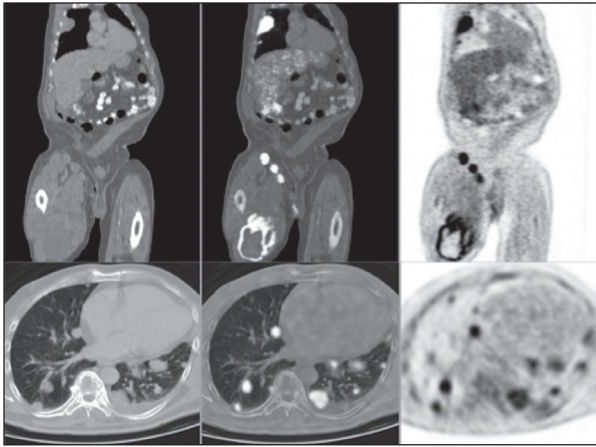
Varón de 66 años con sarcoma pleomórfico en el muslo derecho. En las imágenes PET-TC ^{18}F -FDG, además de la tumoración primaria con captación patológica de ^{18}F -FDG e hipometabolismo central en relación con necrosis, se observó afectación ganglionar inguinal derecha y múltiples metástasis pulmonares.
